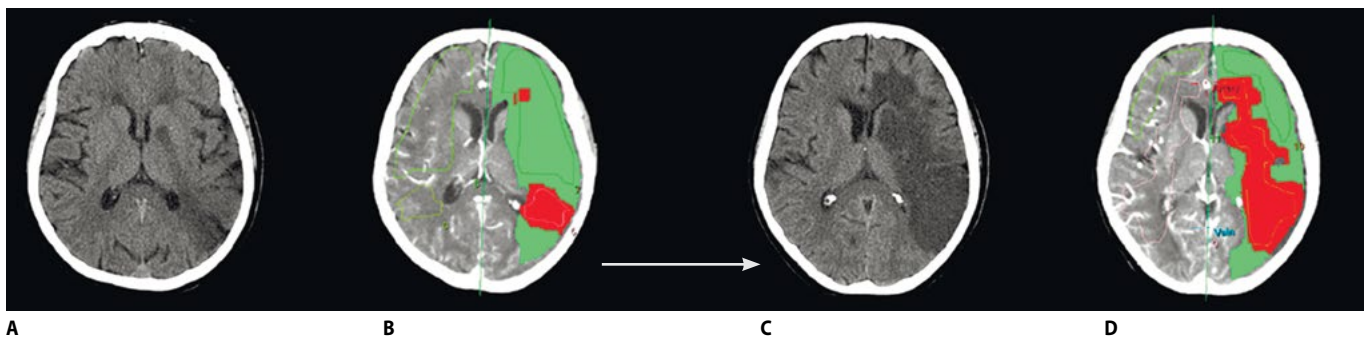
Динамика ишемии головного мозга при отсутствии реперфузии по данным нейровизуализации (собственные наблюдения, пациентка А., 73 года). А – небольшая гиподенсивная зона в левой теменно-затылочной области по данным компьютерной томографии (КТ) головного мозга (первые 8 ч инсульта); В – аналогичная по объему зона отсутствия перфузии в левой теменно-затылочной области (выделена красным цветом), окруженная обширной зоной снижения перфузии (выделена зеленым цветом) в бассейне левой средней мозговой артерии по данным КТ-перфузии (первые 8 ч инсульта); С – обширная гиподенсивная зона в левом полушарии большого мозга в бассейне левой средней мозговой артерии по данным КТ (2-е сут инсульта); D – аналогичная по объему зона отсутствия перфузии в левом полушарии большого мозга (выделена красным цветом), окруженная небольшой зоной снижения перфузии (выделена зеленым цветом) по данным КТ-перфузии (2-е сут инсульта)
